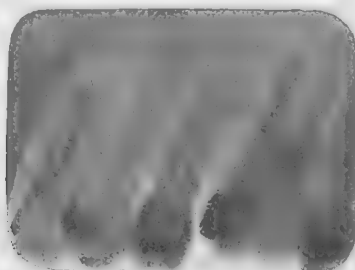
Radiographie d'une résection six mois après traitement. Guérison.
